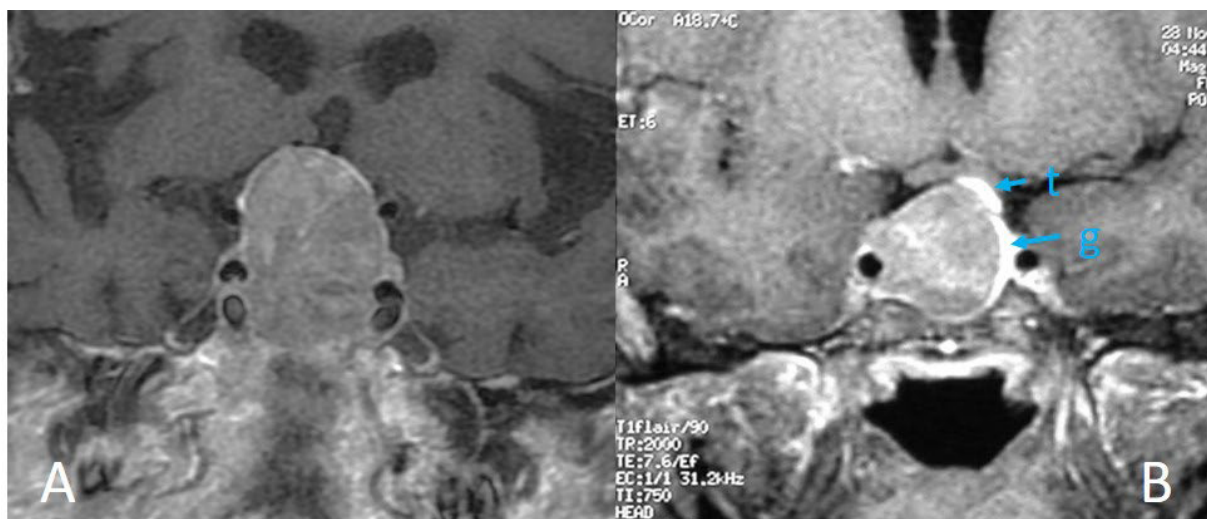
A veces es muy difícil identificar el tallo hipofisario y la glándula cuando existe un adenoma hipofisario. A. En casos de adenomas voluminosos puede resultar imposible verlos en la RM. B. Ejemplo de adenoma que produce desplazamiento de tallo y glándula, aunque ambos son visibles. t: tallo hipofisario. g: glándula hipofisaria.
